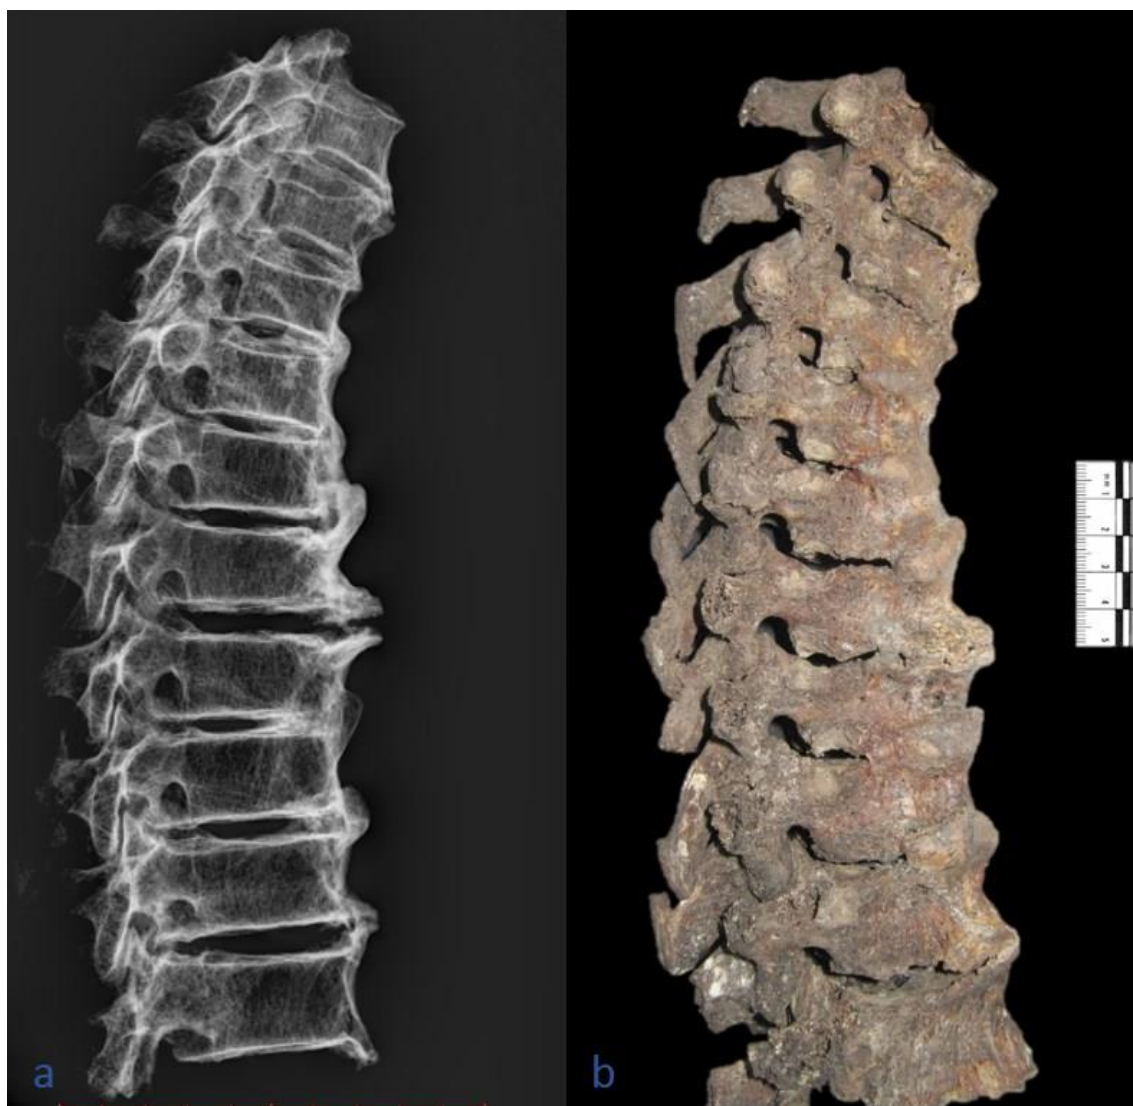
Comparação de radiografia convencional (a) com fotografia do osso seco (b) na Coleção de Esqueletos Identificados do séc. XXI: Esqueleto nº 220 com diagnóstico de hiperostose idiopática difusa, região torácica (T3 a T12), norma lateral direita. A ossificação e anquilose é mais notória e exuberante na fotografia ao osso seco do que na radiografia convencional. Escala=10cm em a e escala=5cm em b.
